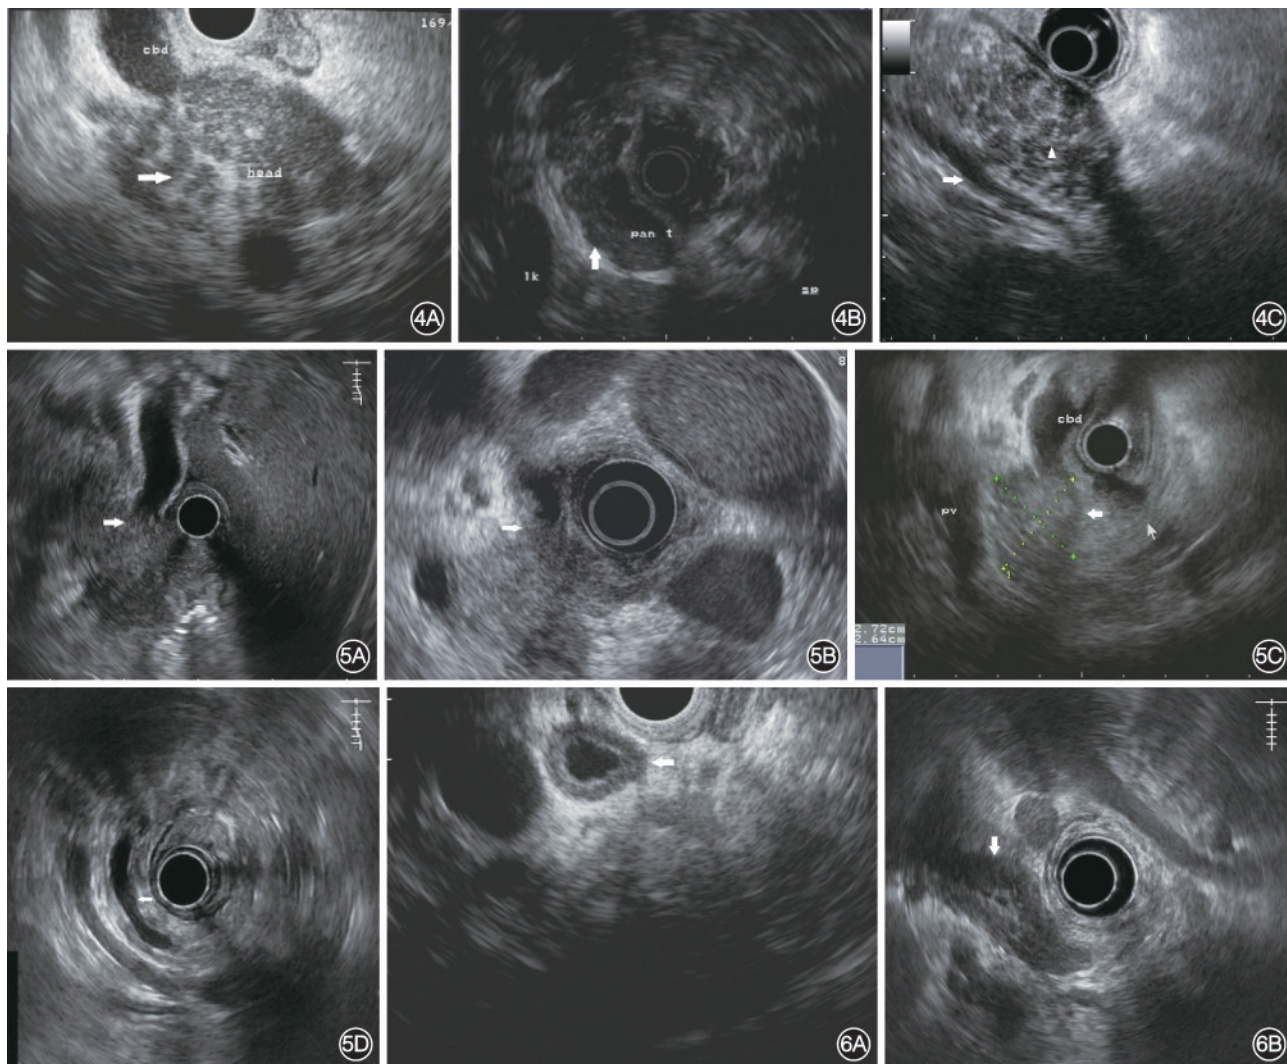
自身免疫性胰腺炎患者的内镜超声图像特征 4A:胰头均匀肿大,其实质呈回声减低背景下伴强回声灶/索条或小叶化,即回声不均质性(箭头所指);4B:胰腺体、尾形态并无肿大但伴弥漫性回声减低(箭头所指);4C:胰腺体、尾弥漫肿大,其实质呈弥漫性回声减低伴回声不均质性(三角所指),并可见胰周低回声外缘(箭头所指) 图 5 胰腺癌患者的内镜超声图像特征 5A:胰头不规则低回声占位,胆总管扩张伴末端截断(箭头所指);5B:胰头不规则局灶性回声减低,胆总管壁非对称性增厚(箭头所指);5C:胰头孤立性低回声占位,其与周围胰腺实质似可见分界线(宽箭头所指),窄箭头所指为正常胰腺实质边界;5D:胰体、尾实质呈等回声伴胰管显著扩张(箭头所指) 图 6 自身免疫性胰腺炎患者胆管壁增厚的内镜超声图像特征 6A:胆总管壁弥漫均匀增厚,管壁回声分层呈现“三明治”样特征(箭头所指);6B:胆总管壁弥漫显著增厚并占据管腔,呈现“实质”样回声特征(箭头所指)
